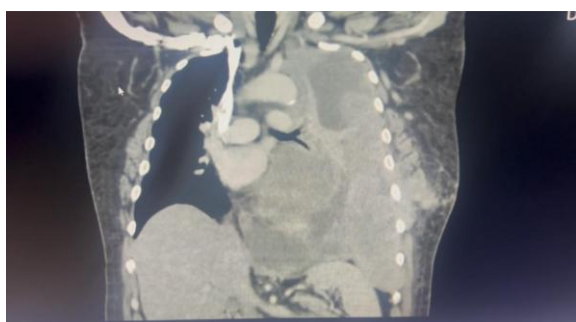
TC de torax. Corte coronal.
